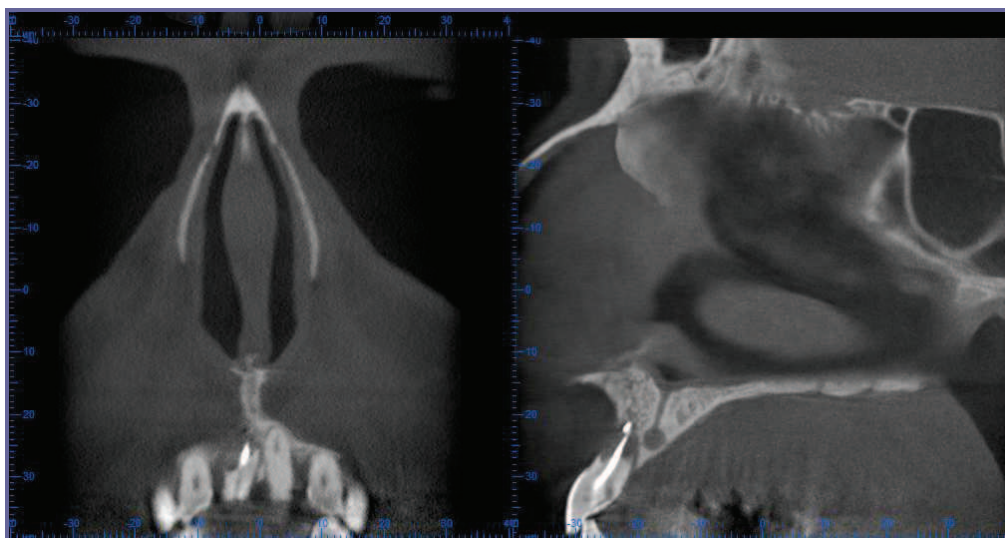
Cone Beam® montrant la résorption radiculaire de plus de la moitié de la racine de la dent n°11
